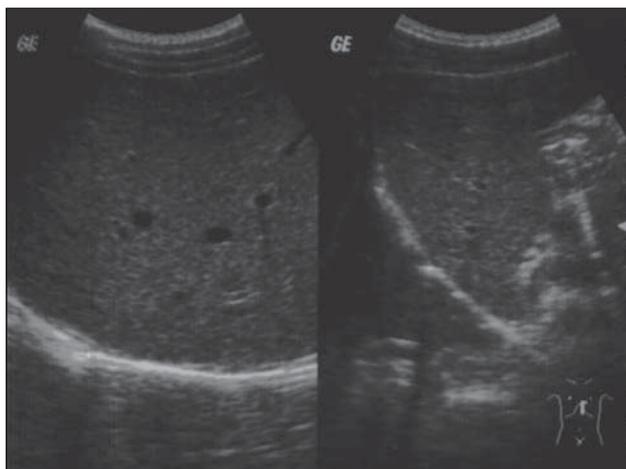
УЗИ печени — симптом «тёмная печень».
